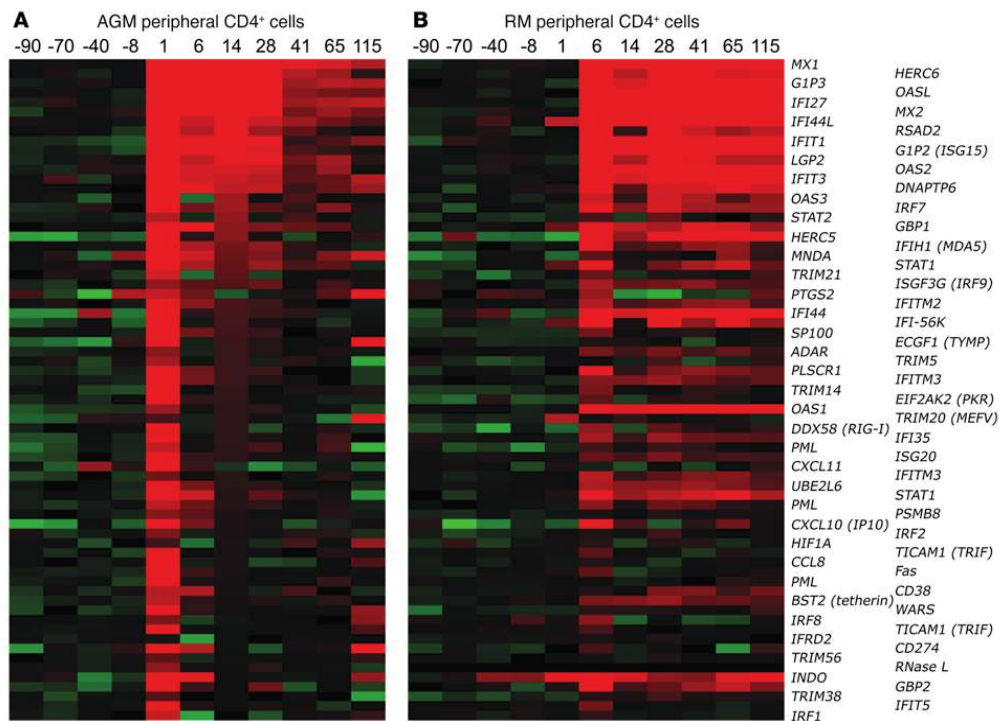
Présentation des analyses de transcriptome effectuées sur les LT CD4 périphériques des singes AGM (panel de gauche) comparativement aux singes RM (panel de droite). Chez les AGM (non pathogènes), l'activation des voies associées à la production d'ISGs est rapidement circonscrite, comparativement aux hôtes pathogènes chez lesquelles cette activation persiste dans le temps. D'après (Jacquelin et al., 2009).
